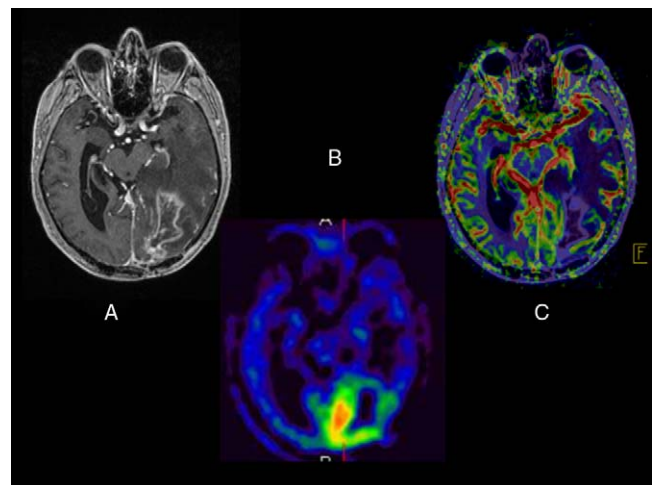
Paciente intervenido de glioblastoma multiforme tratado posteriormente con radioterapia y temodal. Estudios consecutivos de RM presentaron dudas sobre el origen tumoral de las áreas de realce de contraste (A), por lo que se realiza un estudio PET con ^{11}C -metionina (B) que muestra una elevación de la captación patológica compatible con recidiva. El estudio de perfusión por RM (C) muestra un aumento del rCBV sobre el área hipercaptante de ^{11}C -metionina, similar a la de la corteza calcarina sana occipital derecha.
